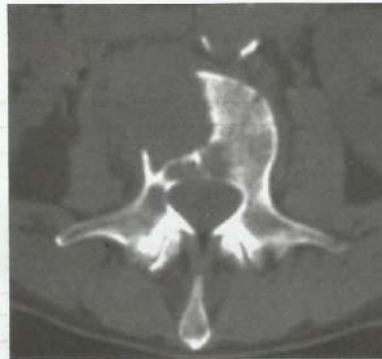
TC de coluna lombar com metástase lítica rompendo a cortical.
